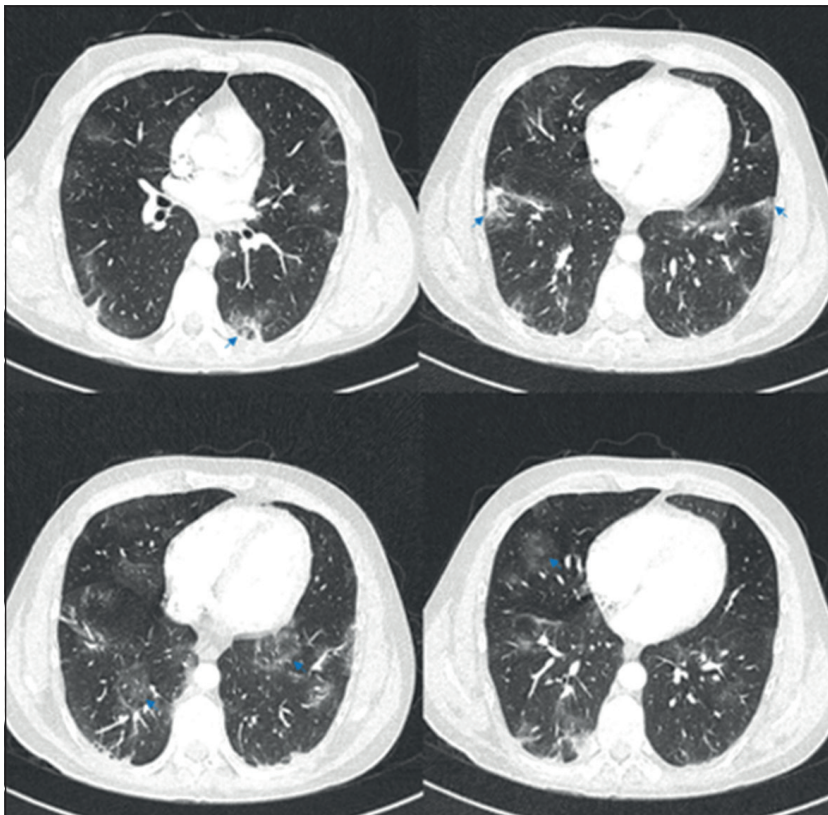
TC de tórax con contraste. Las flechas azules muestran focos periféricos de vidrio esmerilado, algunos de morfología redonda, comprometiendo todos los lóbulos.
